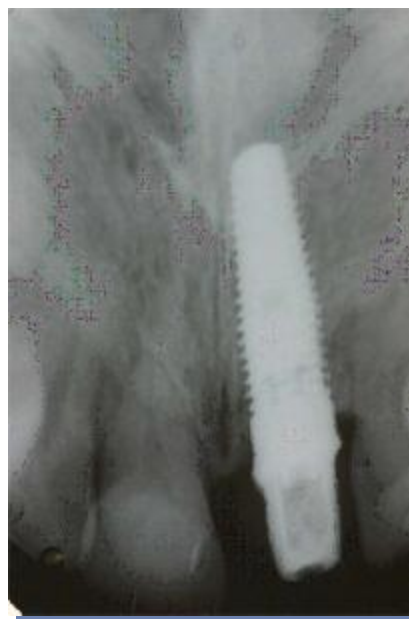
Radiografía de control previa cementación de coronas.
